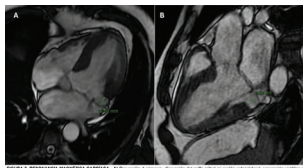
A) RESONANCIA MAGNÉTICA CARDÍACA, 4T, imagen de corte axial, muestra de masa en la aurícula izquierda, degeneración mixomatosa. B) RESONANCIA MAGNÉTICA CARDÍACA, 4T, imagen de corte axial, muestra de masa en la aurícula izquierda, degeneración mixomatosa.
